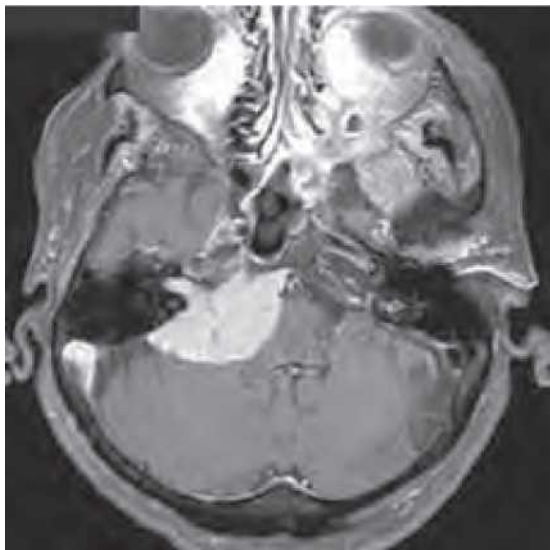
Meningioma al unghiului cerebelopontin. O scanare RMN (IRM) ponderată T1 cu gadoliniiu arată un meningioma al unghiului cerebelopontin drept. Leziunea cu contrast are o bază durală largă și nu extinde canalul auditiv intern.
